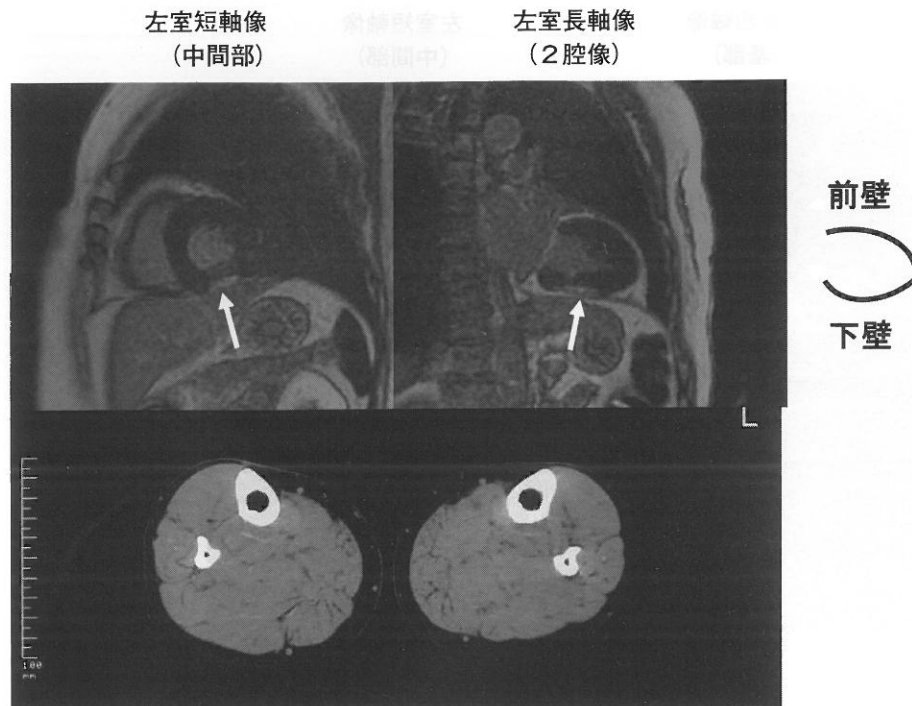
保因者5 (60歳) の心臓 MRI と下腿筋 CT
